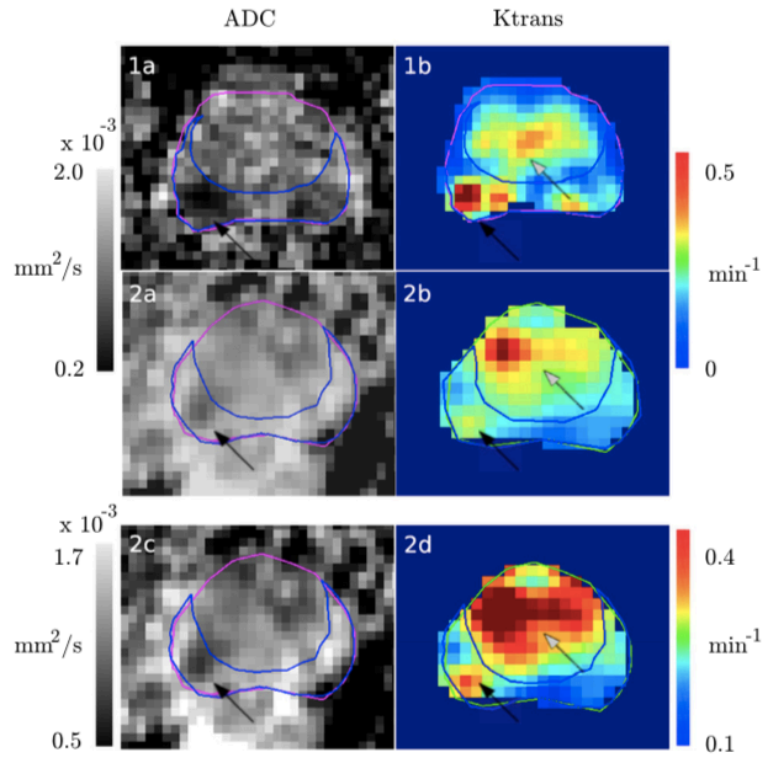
Mapas de ADC y K^{trans} de dos pacientes. Las flechas negras apuntan a las regiones sospechosas de tumor. Las flechas blancas apuntan a regiones que probablemente contienen HBP. El paciente 1 (1a y 1b) había usado tratamiento hormonal durante < de 3 meses en el momento del examen de RM. El paciente 2 (2a, 2b, 2c y 2d) había usado el tratamiento hormonal durante > de 3 meses en el momento del examen de RM. En ambos pacientes se encuentra un volumen sospechoso en el lado derecho de la PZ. Sin embargo, la visibilidad de la lesión sospechosa es mayor para el paciente 1, por lo que el ajuste de la ventana/nivel mejora la visibilidad de la lesión sospechosa después de un tratamiento hormonal prolongado¹⁷.
